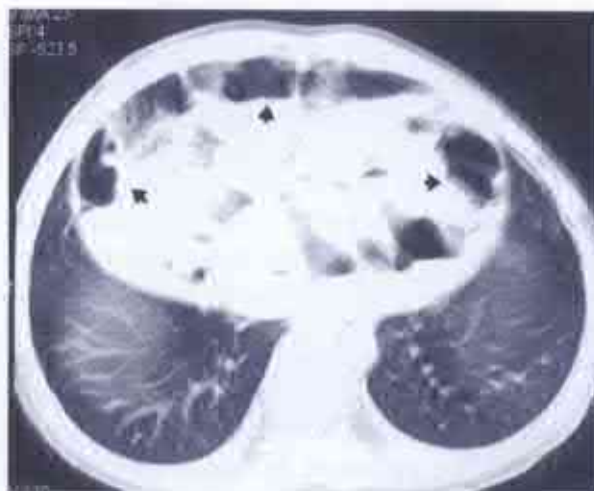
Tomografie computerizată cu contrastarea tractului digestiv. În cavitatea pericardică în jurul cordului se vizualizează anse intestinale care conțin substanță de contrast (după Jain V. et al., 2011).
